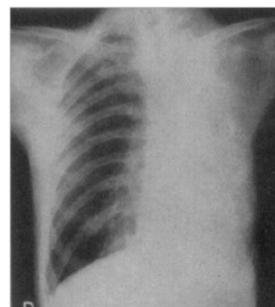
Radiografía simple de tórax tomada al alta del paciente. Aparece muy notoria la disminución volumétrica del hemitórax izquierdo y la ausencia del enrejado correspondiente a las costillas izquierdas, comprobación imagenológica de la neumonectomía y de la toracoplastia realizadas.
